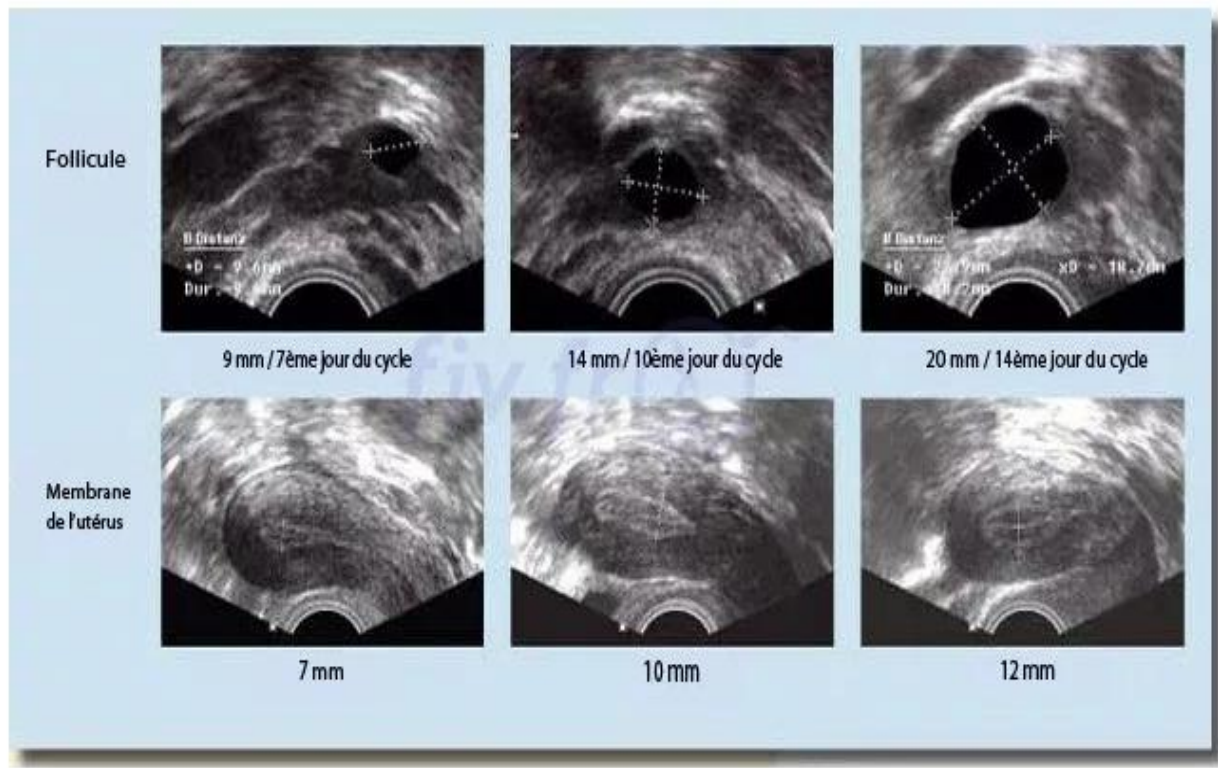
monitoring échographique a J7, J10 et J14 de stimulation.
